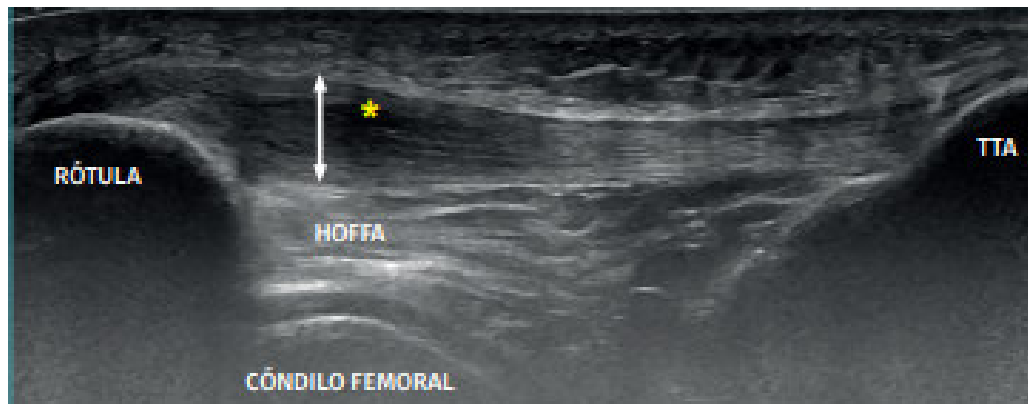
Diagnóstico por ecografía panorámica. (35)
